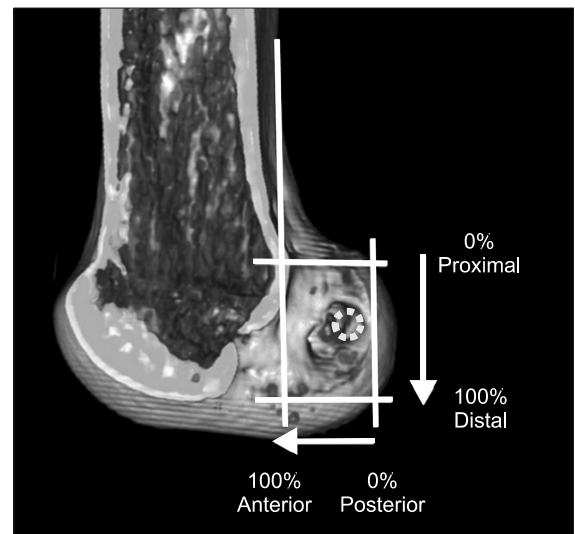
Femoral tunnel location was described as a proportional percentage (from proximal to distal and posterior to anterior) on the medial surface of the lateral femoral condyle in the three-dimensional computed tomography image. The circle showed position of the graft in femoral tunnel.
